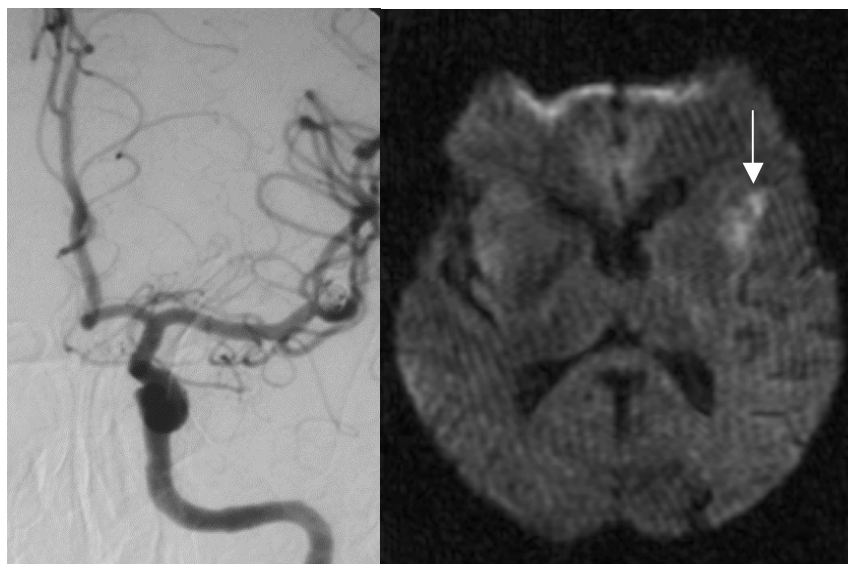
Die DSA zeigt das behandelte Aneurysma der linken ACM ohne Nachweis eines Gefäßverschlusses. Die DWI zeigt das ischämische Areal in der periinsulären Region (weißer Pfeil).
